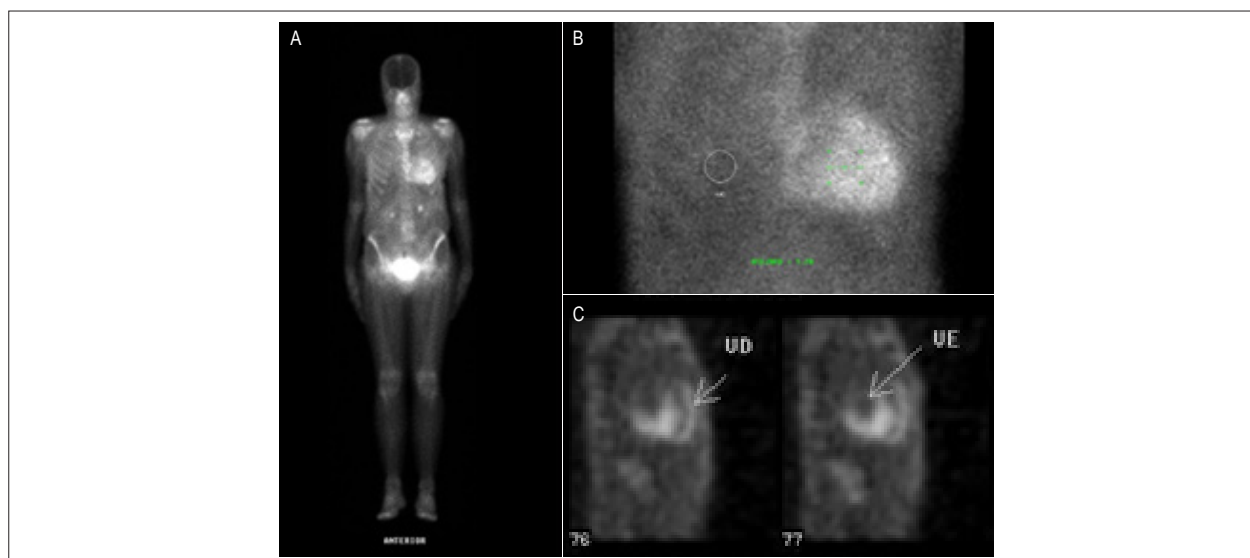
Exemplo de cintilografia com PYP-Tc99m para pesquisa de amiloidose cardíaca, a qual foi fortemente positiva (grau 3), sugerindo a forma transtirretina (relação do grau de captação do pirofosfato-Tc99m entre hemitórax esquerdo e direito foi igual a 1,78). (A) Varredura de corpo inteiro com intensa captação cardíaca do radiofármaco. (B) Regiões de interesse, com círculos desenhados para medir o grau de captação. (C) Imagens tomográficas (SPECT) detalhando a concentração do traçador não somente no ventrículo esquerdo, mas também com acometimento do ventrículo direito, posteriormente confirmada pela presença de mutação na análise genética. Fonte: acervo pessoal do autor.
